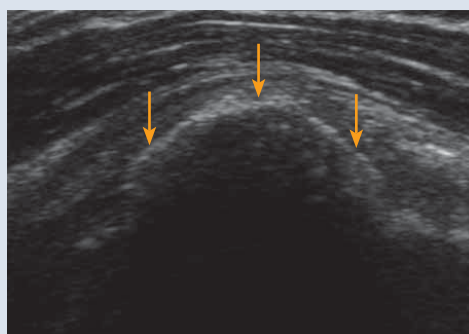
Échographie. Calcification (flèches) du tendon supra-épineux avec cône d'ombre postérieur.
